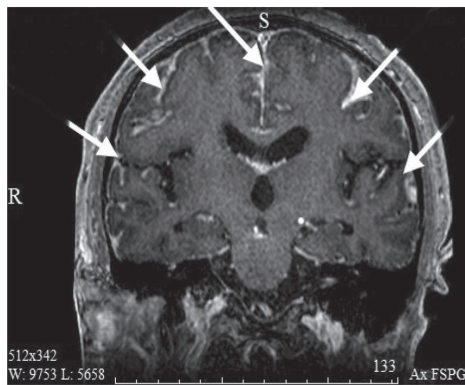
Диффузное контрастирование мягкой оболочки головного мозга на коронарном срезе МРТ головного мозга (T1-взвешенном изображении)
